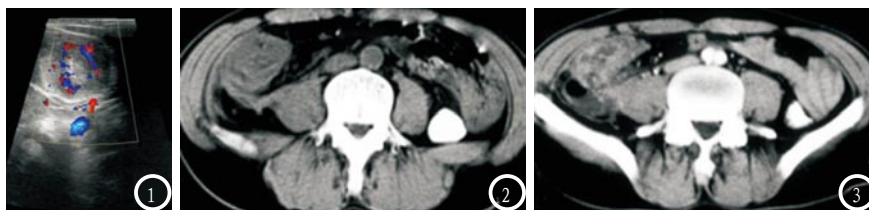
胃肠彩超检查示肠套叠包块呈“同心圆征”，中心位呈不均匀稍强回声，远端可见肿胀肠壁；图2 CT平扫示右侧髂窝处可见团状软组织密度影，其内密度不均匀，可见分层状略高密度，其中还混有低密度及气体影；图3 CT增强示病变区不均匀环状及分层状强化，中央低密度区无强化。
